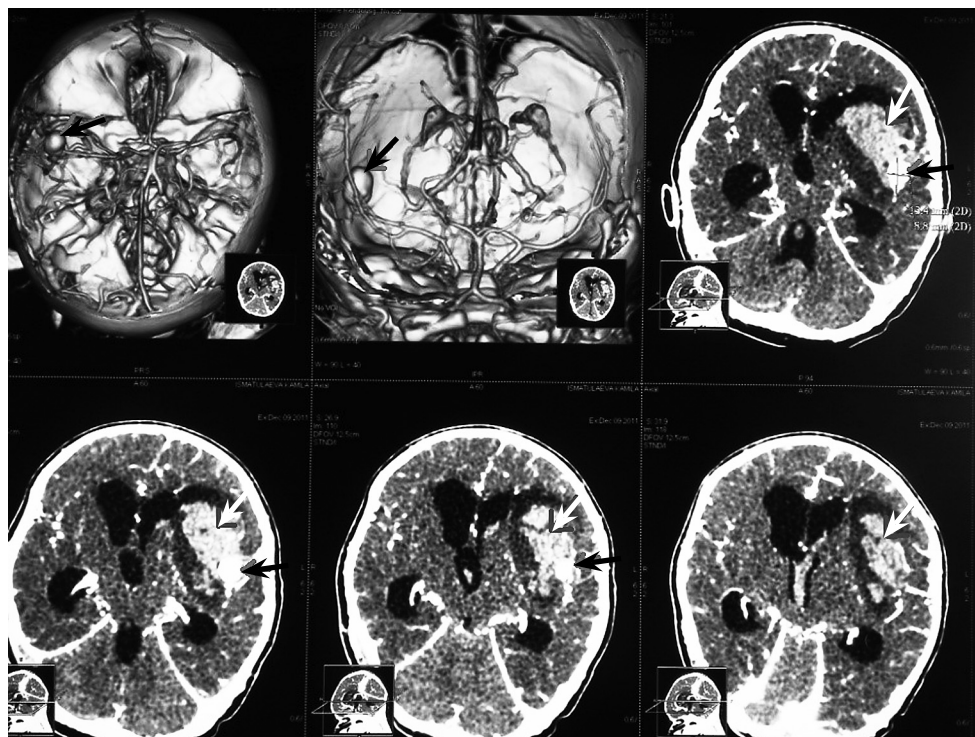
КТ и КТ-ангиография головного мозга от 7.12.11 ребенка И., 1,5 месяца. Визуализирована аневризма М2-сегмента левой СМА (черная стрелка) и ВЧК (белая стрелка)
